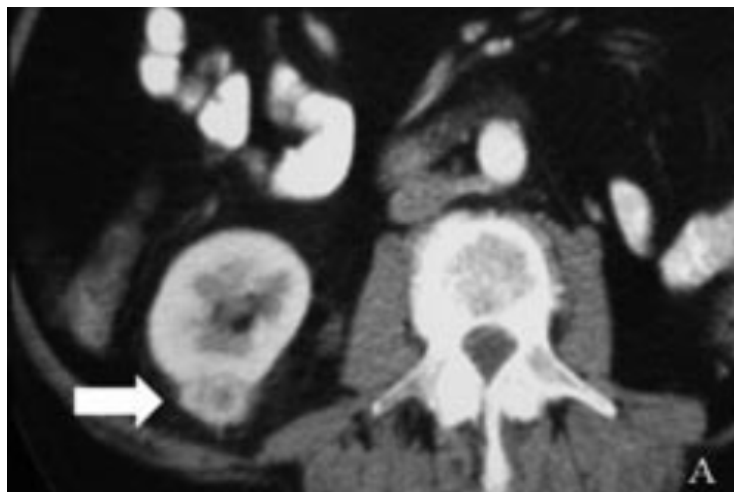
TC abdominal con contraste intravenoso donde se observa una masa renal derecha posterior (flecha blanca), previamente a la realización de RF. (Jiménez, Zurera et al. 2011).
